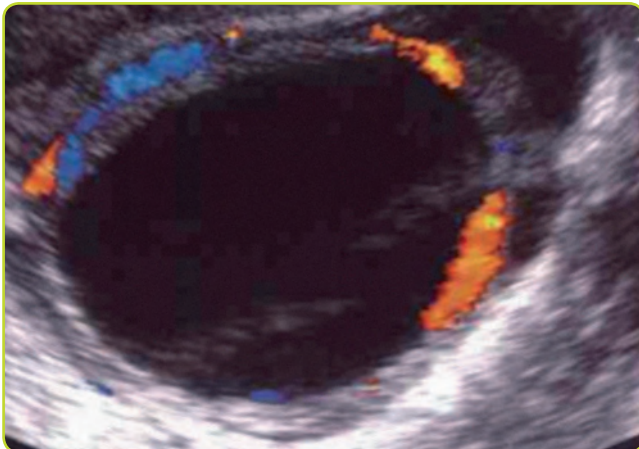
Ecografía transvaginal. Ovario derecho. Se observa zona econegativa, redondeada, de bordes nítidos y regulares en el seno del parénquima ovárico. Al Doppler color, muestra vascularización periférica, en la cápsula. Imagen compatible con quiste ovárico de aspecto simple.
